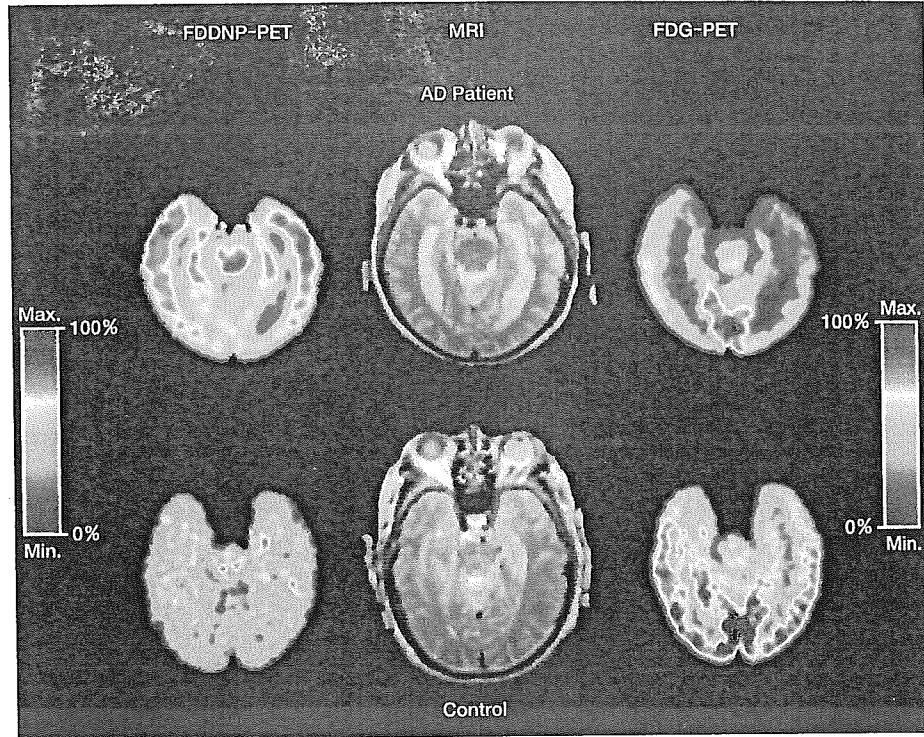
アルツハイマー病患者(上段)、正常高齢者(下段)における ^{18}F -FDDNP-PET 画像(投与後 25~54 分の加算画像)および ^{18}F -FDG-PET 画像(投与後 20~60 分の加算画像)
